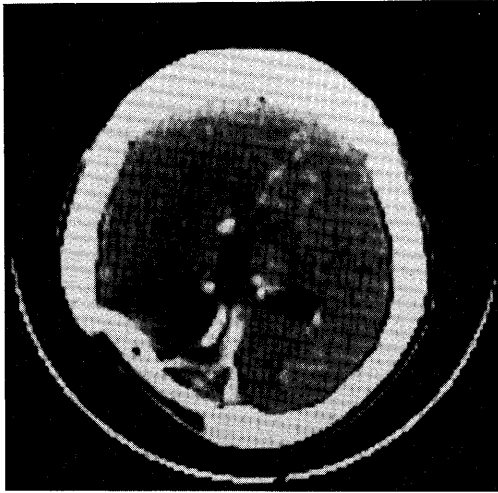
Enhanced CT of the brain after treatment shows an enhanced lesion in the left frontal lobe.
